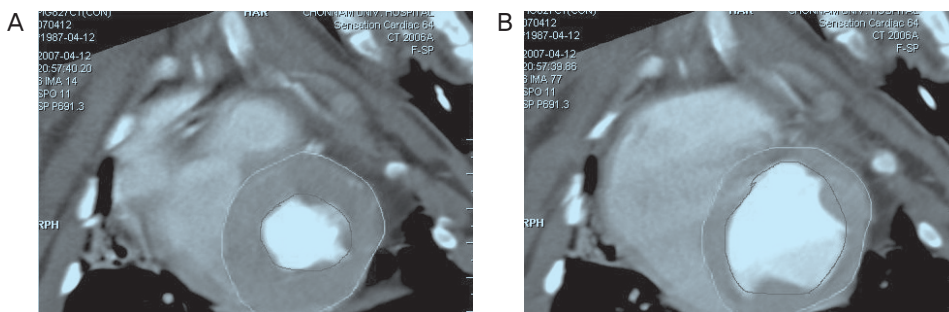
Left ventriculogram by computerized tomography (A: end-systolic phase, B: end-diastolic phase) in a micropig
